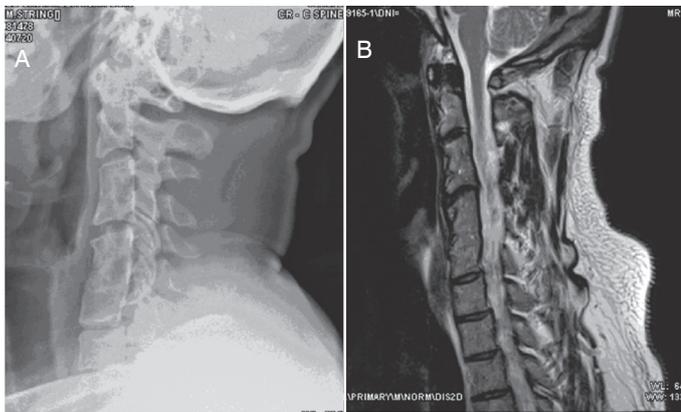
(A) *Serratia Marcescens*. Radiografía. Lat. cervical posterior a tratamiento, con datos de fusión C3-C4 y C5-C6-C7, con ángulo cervical de -6°. (B) Resonancia Magnética en secuencia T2 posterior a tratamiento sin compresión medular.
